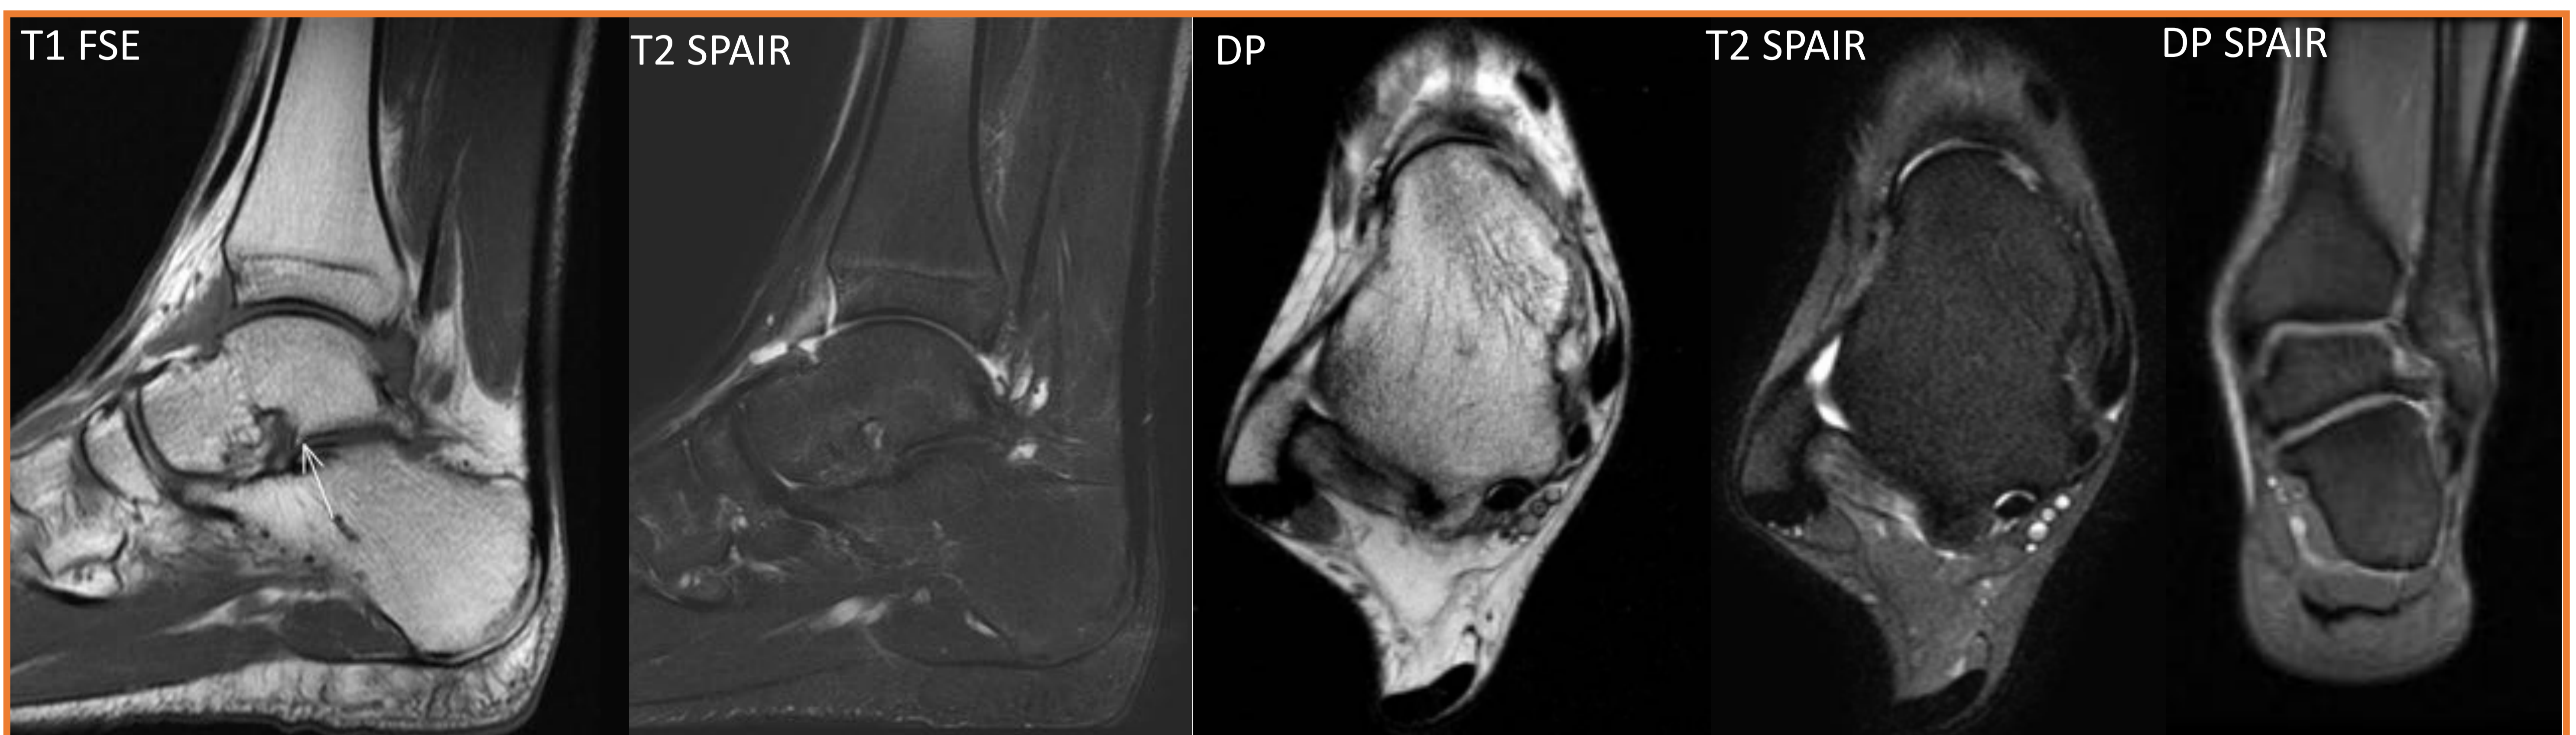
Protocolo RM estándar de tobillo. No existe un protocolo de RM universalmente aceptado para el estudio del tobillo, adaptando las secuencias y planos a las distintas patologías.
